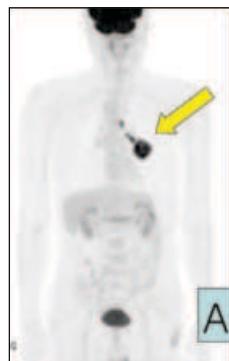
A. 2007-11-08 PET-CT. Lung cancer, LLL with mediastinal LN metastasis.
